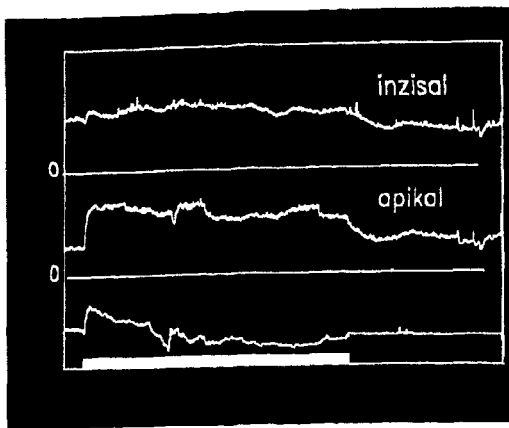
Darstellung der relativen Durchblutungserhöhung (Laser-Doppler-Flußmessung) im apikalen und inzisal Bereich der Katzenpulpa (bei abgeschlossenem Wurzelwachstum) und synchrone Messung des Gewebedruckes der Pulpa (Mikrosonde). Die Zunahme der Mikrozirkulation ist apikal stärker ausgeprägt als inzisal. Gleichzeitig kommt es zu einer ausgeprägten Erhöhung des Pulpodruckes, der jedoch während der Reizeinwirkung kontinuierlich abnimmt.
